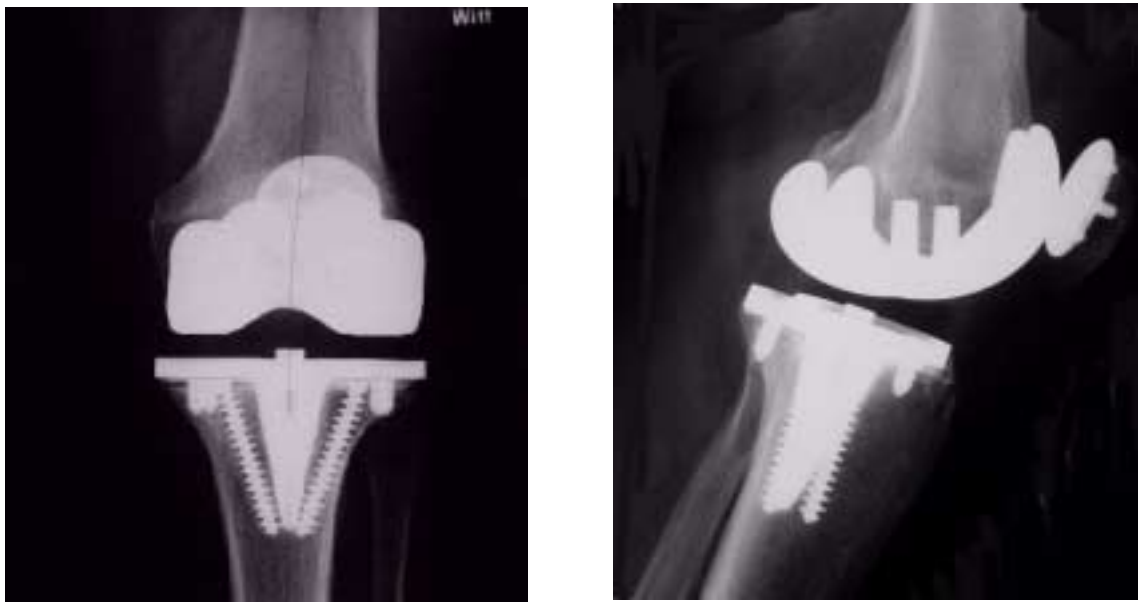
Röntgenaufnahmen einer zementfrei implantierten Natural-Knee Oberflächenersatzprothese mit Patella- Rückflächenersatz in a.p. und seitlicher Ansicht
